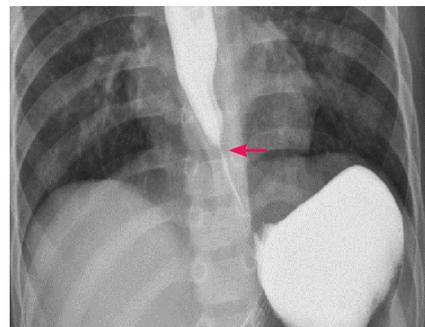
内镜下球囊扩张1周后碘水造影X线表现内镜下球囊扩张后食管下段呈鼠尾样狭窄(箭头所示)。
